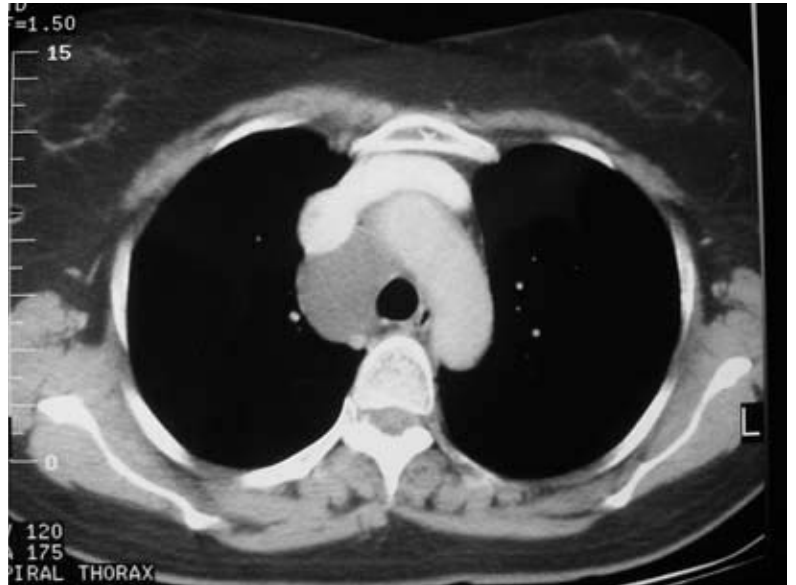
Tomografia de tórax pré-operatória – lesão mediastino paratraqueal direita, homogênea, com densidade de partes moles e sem realce ao contraste, sem invasão de estruturas adjacentes
